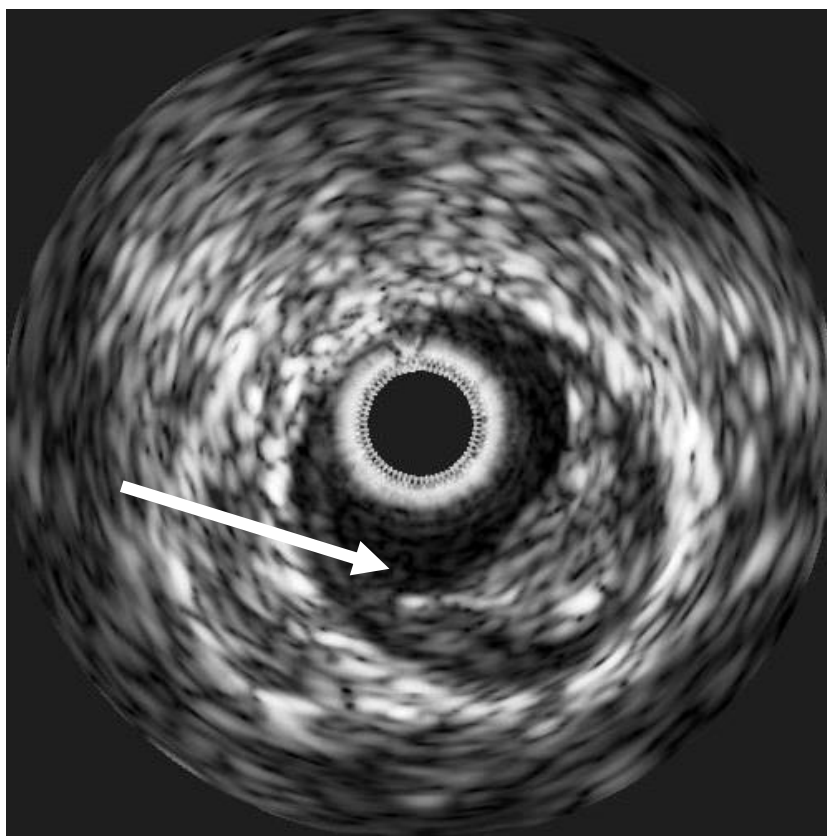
ВСУЗИ. Эксцентрическая атеросклеротическая бляшка (указана стрелкой).
